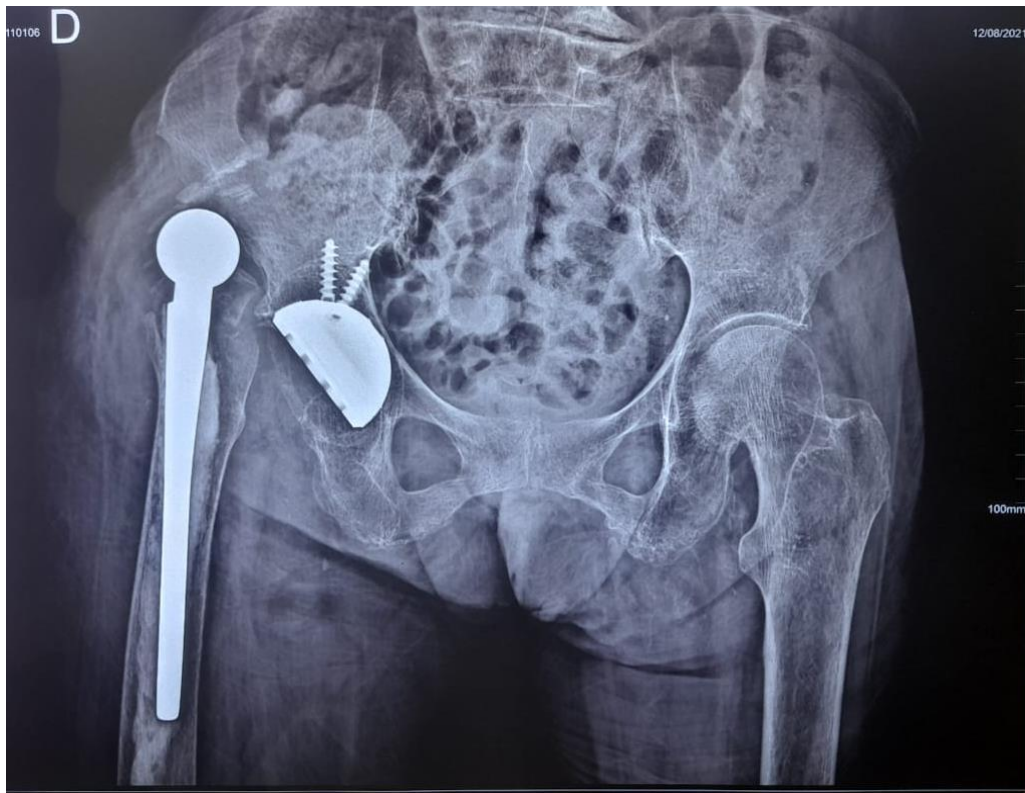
luxation prothétique sur une Radiographie de bassin de face (image du service)
